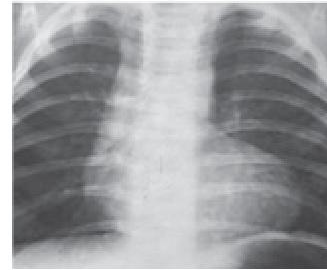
Radiografía de Tórax con la imagen de "corazón en bota" ²²
